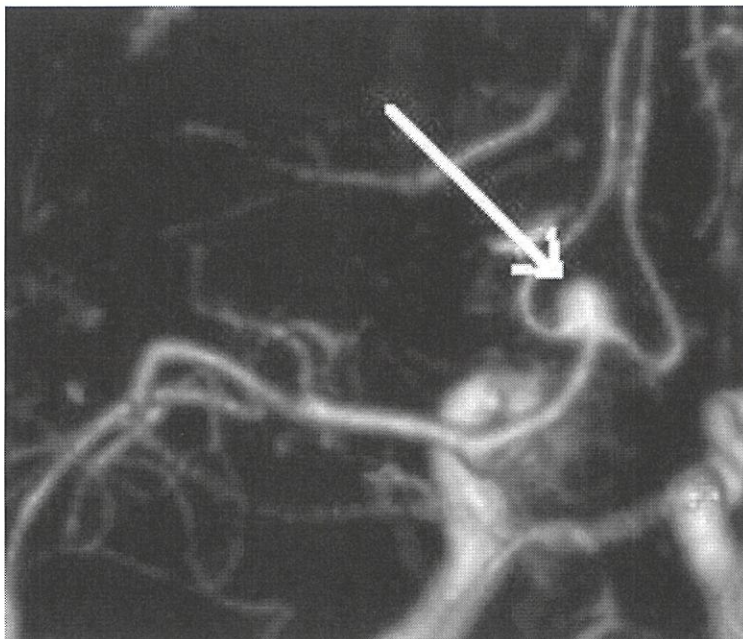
КТ-ангиограмма (3D реконструкция), определяется аневризма передней соединительной артерии (белая стрелка).
